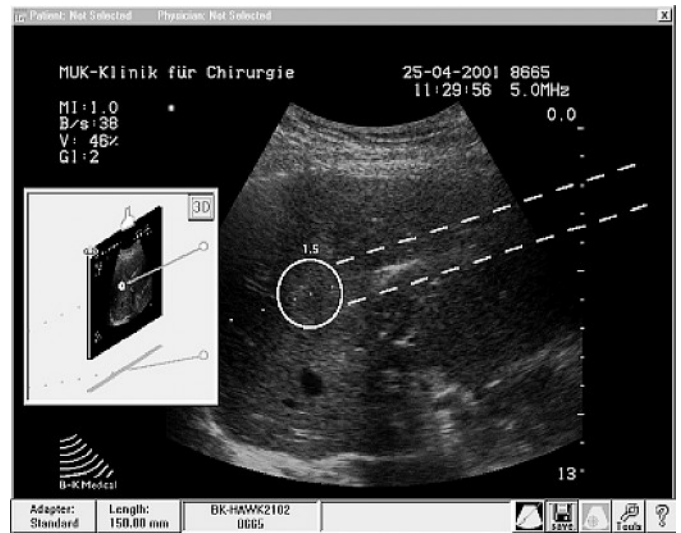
Virtuelle Verlängerung (Trajektorie) des Dissektionsinstruments und Überlagerung mit dem intraoperativen sonographischen B-Bild.
